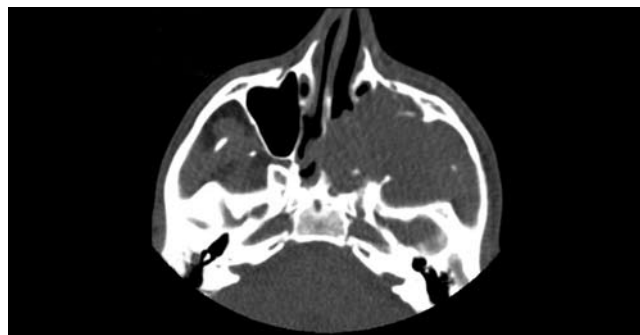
Распространенная ЮАФ у больного К., 17 лет: обширное новообразование, выполняющее весь объем зачелюстной области, крыловидно-небной и подвисочной ямок (КТ).
